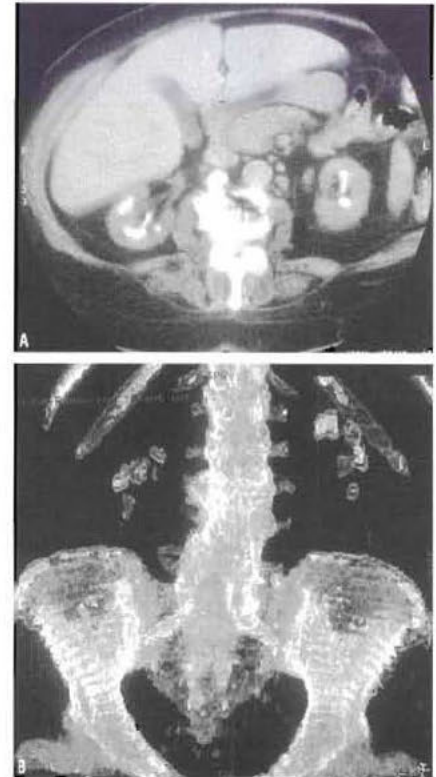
(A) TDM sans injection montrant de multiples calculs rénaux bilatéraux. (B) Reconstruction 3D montrant exclusivement les calculs et les structures osseuses.
